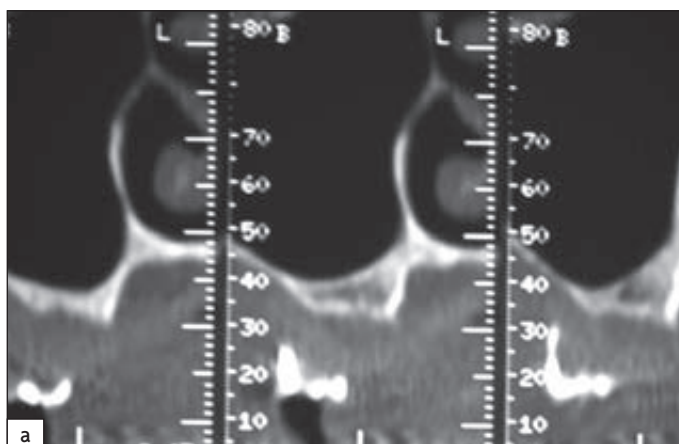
a Diagnostic radiographique d'une atrophie du maxillaire postérieur avec une hauteur osseuse sous-sinusienne disponible de moins de 3 mm, nécessitant une greffe sinusienne préimplantaire en deux temps chirurgicaux. b Contrôle à 5 mois de l'intégration osseuse réussie de la greffe sinusienne à l'HB permettant la mise en place des implants dans l'axe prothétique adéquat.
